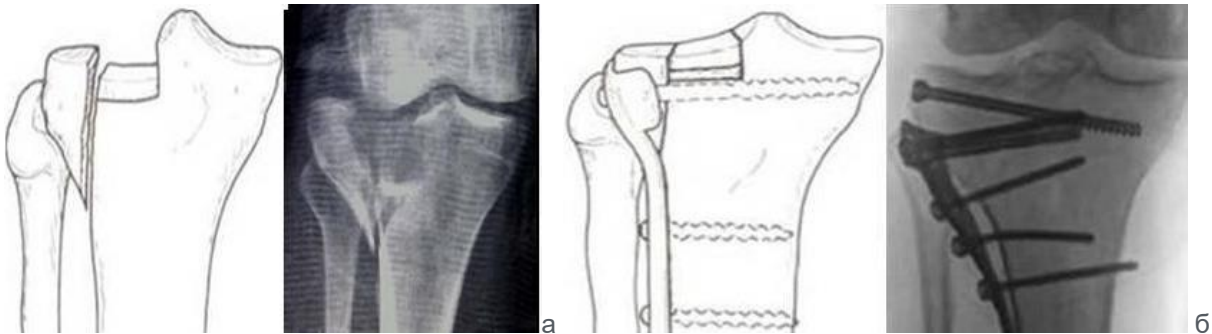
Схеми та фото рентгенограм – перелом Schatzker 2: а – до операції: б – після відкритої репозиції та внутрішнього остеосинтезу.
